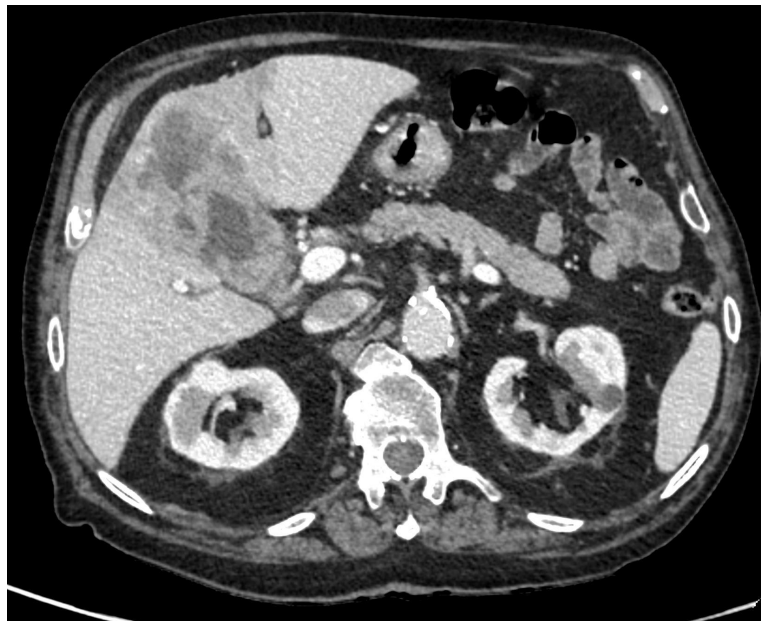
TC con contraste. Masa lobulada, hipodensa con realce periférico que engloba la vesícula biliar e infiltra el parénquima hepático. Posteriormente se confirmó adenocarcinoma de vesícula biliar.
